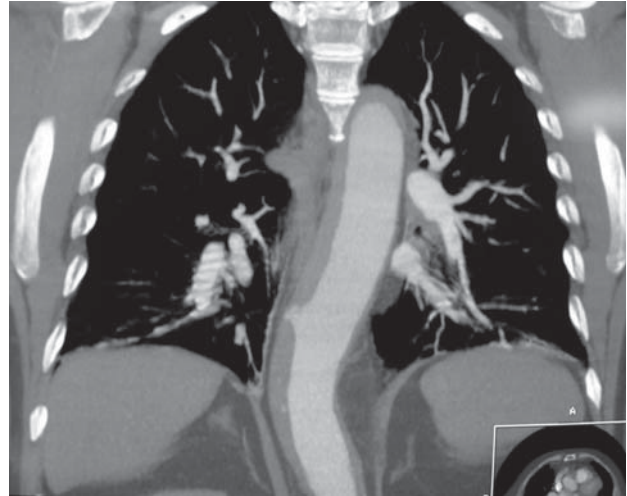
Angiografía por tomografía computarizada al ingreso del paciente. En la reconstrucción 3D se observa una imagen de infiltración de las capas internas de la aorta torácica descendente, a nivel de D9, junto con un hematoma intramural que afecta a prácticamente toda la aorta descendente.
